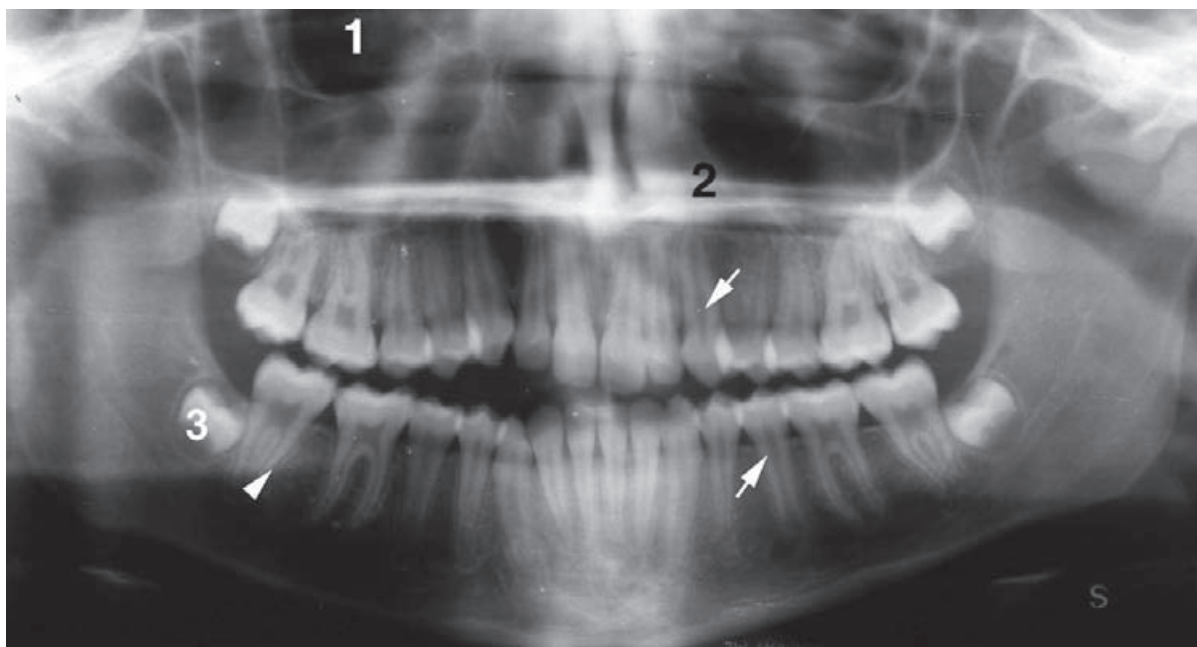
La ortopantomografía proporciona una imagen panorámica de ambas arcadas dentarias. 1) Seno maxilar. 2) Paladar óseo. 3) Germen del tercer molar que aún no ha eclosionado. Cámaras pulpaes (flechas). Obsérvese el espacio radiotransparente (cabeza de flecha) que corresponde al ligamento periodontal, entre el cemento y la pared alveolar (lámina dura).
